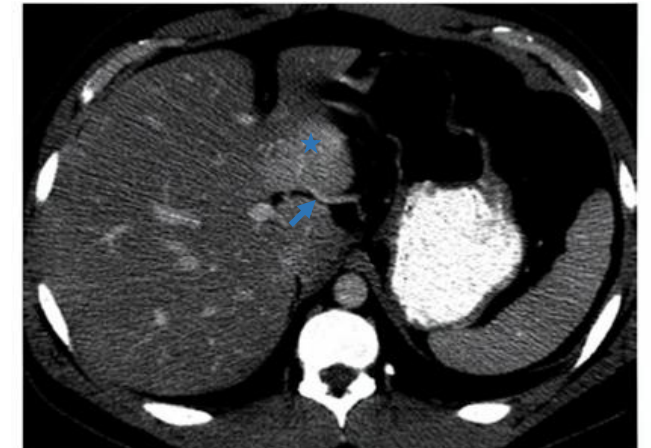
TC abdominal poscontraste en plano transversal. Zona de hiperrealce en segmentos 2-3 hepático (asterisco azul) secundario a drenaje de vena gástrica izquierda aberrante (flecha azul)
